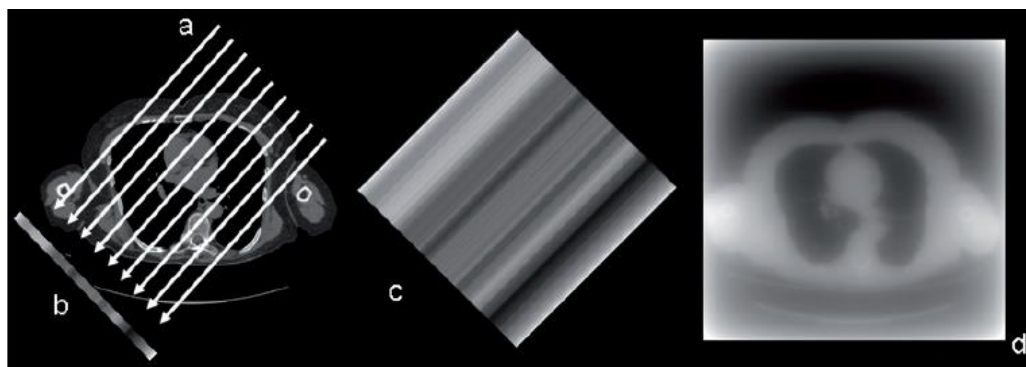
Uma simples retroprojeção produz uma imagem fortemente desfocada. Os contornos do tórax e os pulmões ainda podem ser reconhecidos na imagem. Fonte: Managing Radiation Dose in CT; Radiology 2014
